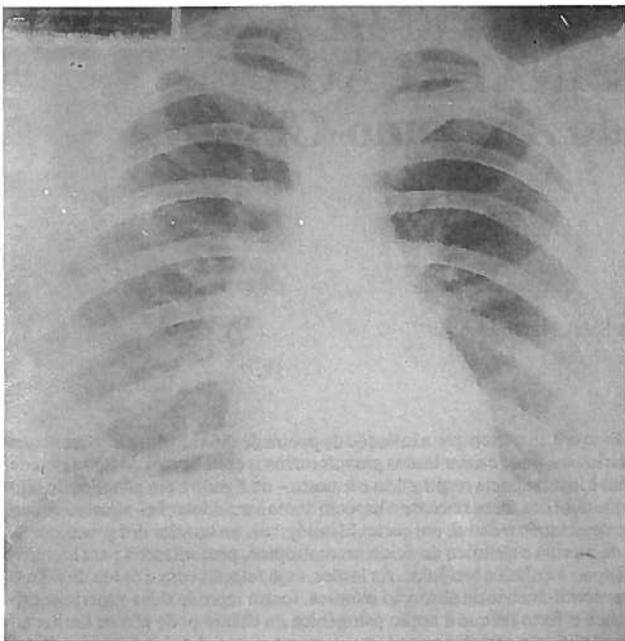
Caso 1. Radiografia do tórax. Acentuação difusa do retículo pulmonar e micronodulação bilateral, mais marcada na parte inferior dos campos pulmonares. Hilos engorgitados.
